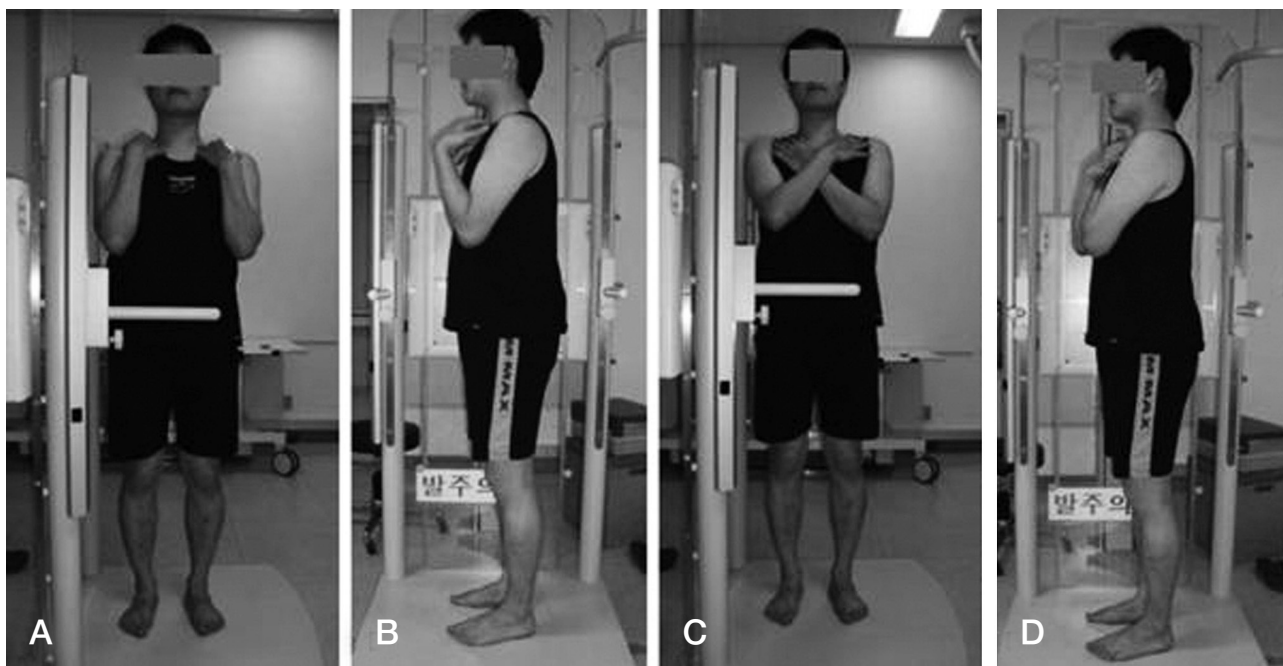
Fits-on-clavicle position (A, B) or cross-arm position (C, D) is recommended during taking radiographs.
